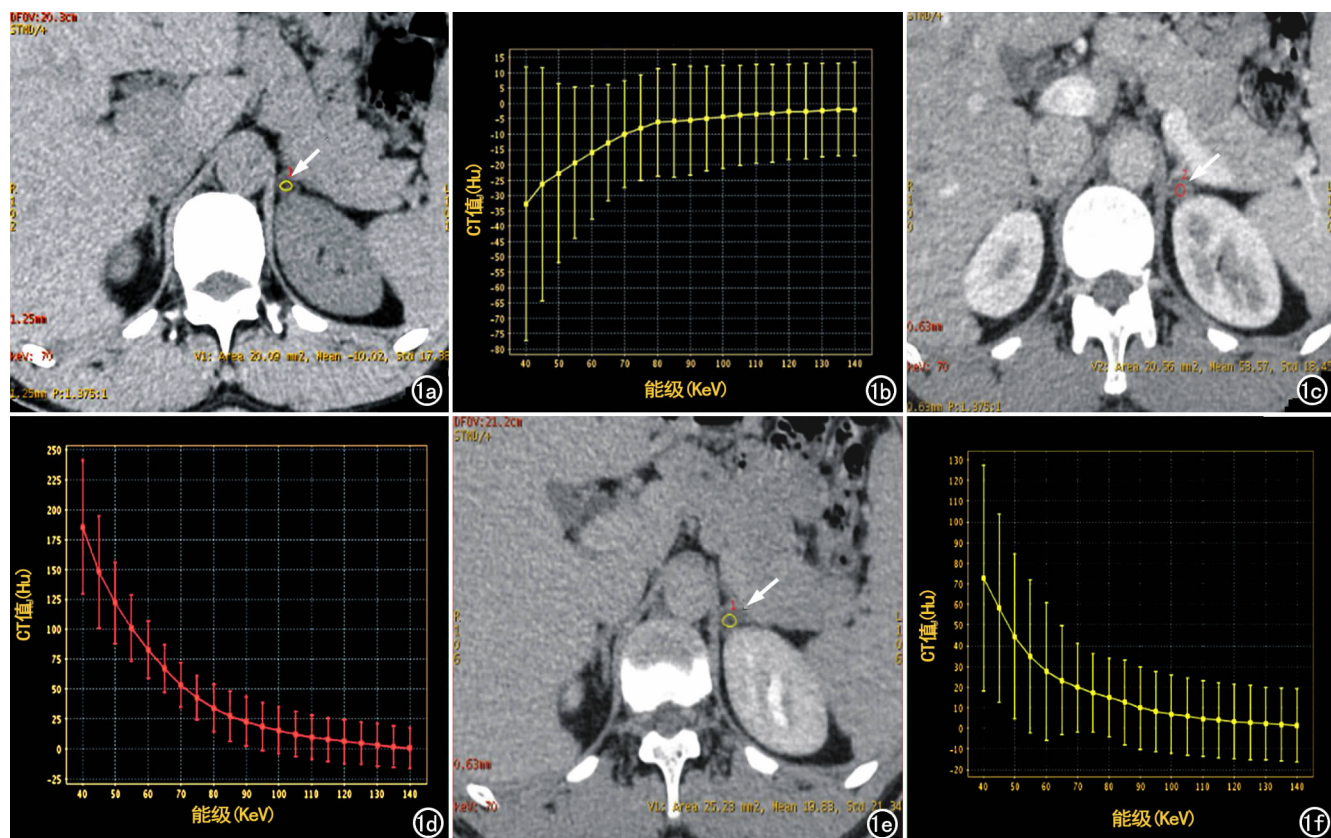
肾上腺腺瘤 70 KeV CT 扫描。a)平扫示左侧肾上腺小结节(箭),CT 值为 -10 HU; b)平扫能谱曲线,示结节密度随着能级增大而增高,提示含有脂肪成分; c)门脉期 CT 示左侧肾上腺小结节轻度强化(箭),CT 值约为 54 HU; d)门脉期能谱曲线,示结节密度随着能级增大而降低,这是结节中含有碘剂的结果; e)延迟期示左侧肾上腺小结节的 CT 值约为 20 HU(箭); f)延迟期能谱曲线,示结节密度随着能级增大而降低,且密度范围明显低于门脉期,这是良性结节中碘剂清除迅速的结果。
